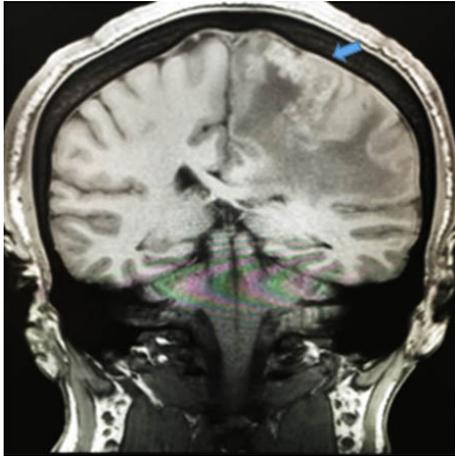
IRM T1 coronal en la que se observa lesiones hipertensas en giro frontal superior izquierdo y postcentral (flecha).
